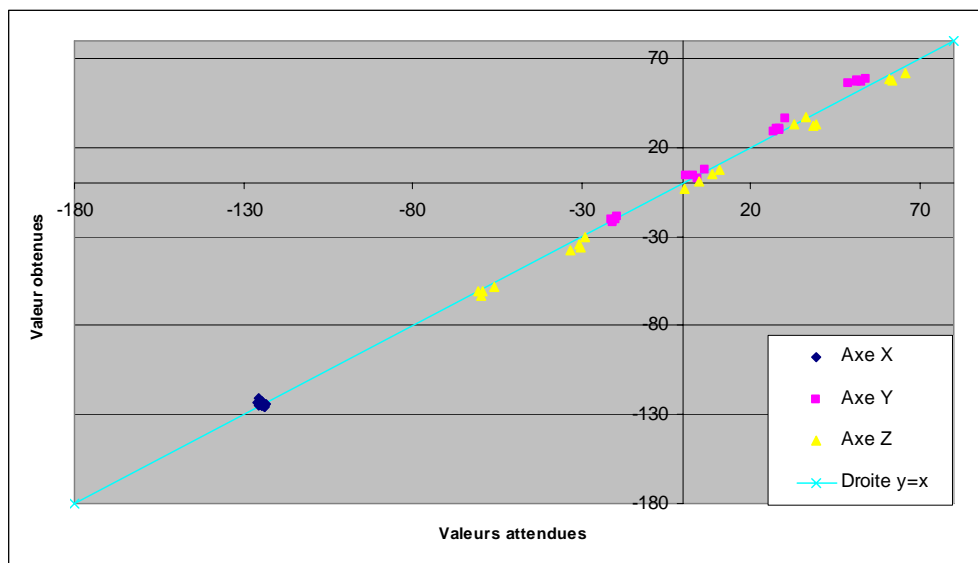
Droite de Henry pour comparer les coordonnées 3D (en millimètres) calculées par la stéréovision (valeurs obtenues) et par IRM (valeurs attendues)
